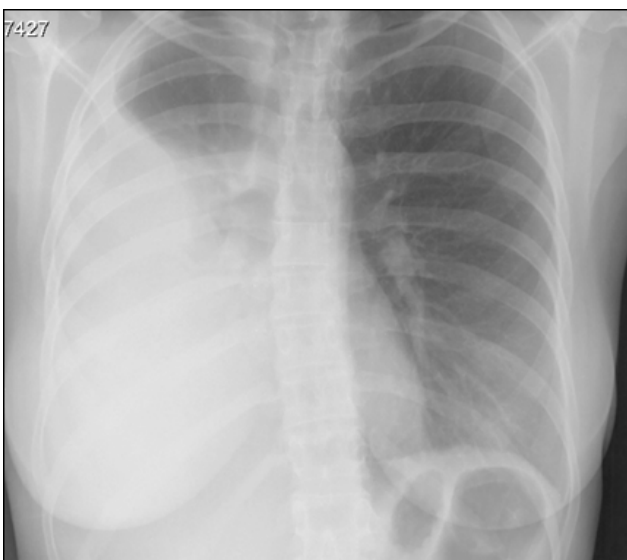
Radiografia torácica após realização da terceira toracocentese
